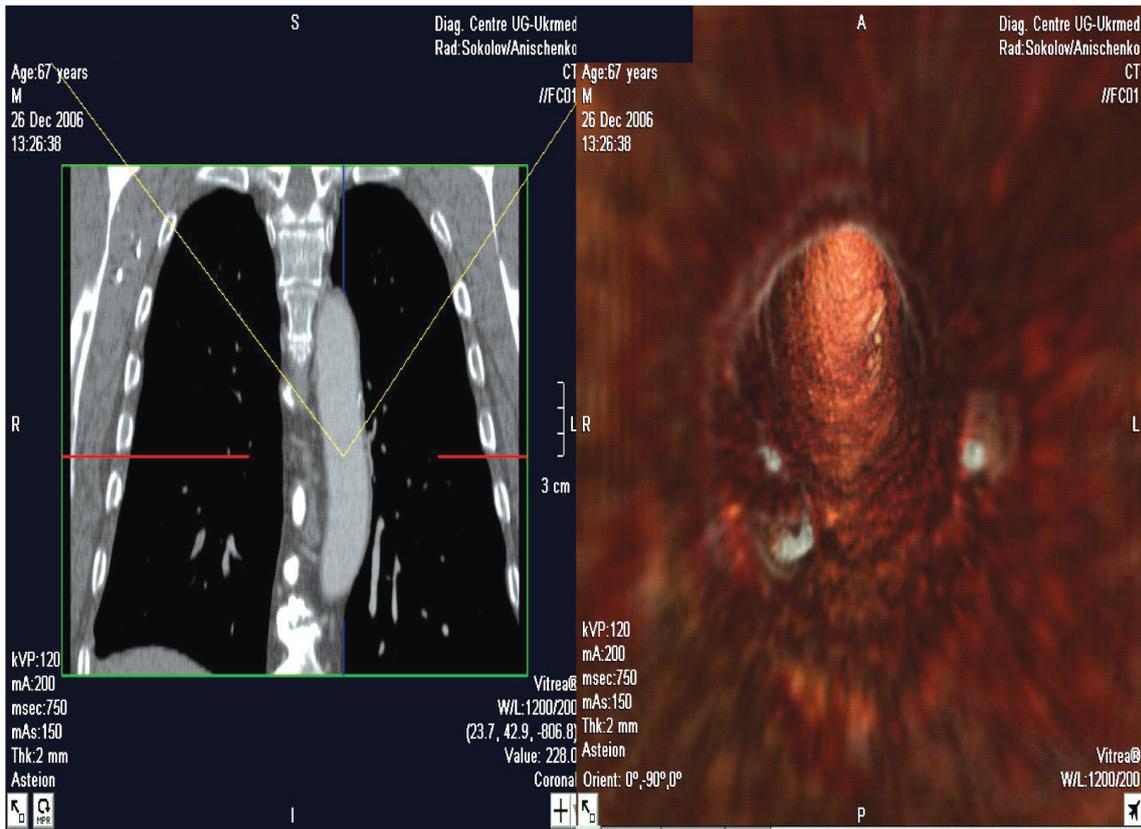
КТ-ангиоскопия грудного отдела аорты.
